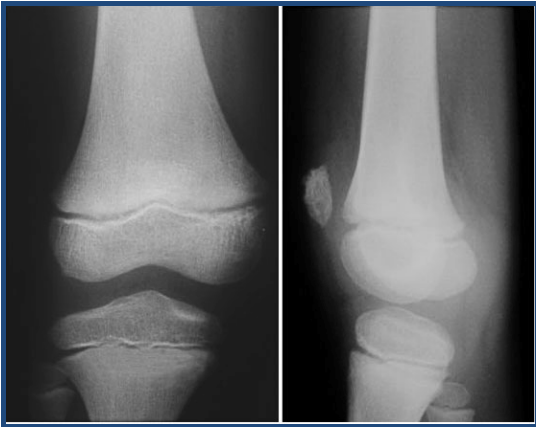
На рентгенограмме левого коленного сустава (от 29.12.12г.) в двух проекциях очагово-деструктивных изменений не определяется.
